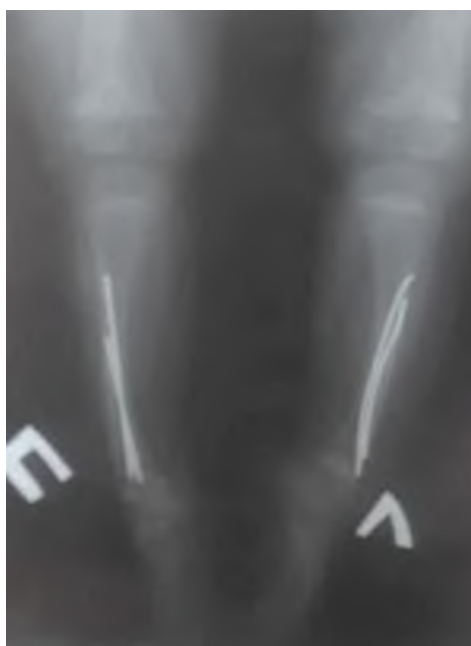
Рентгенография нижних конечностей через 10 месяцев после имплантации TEN в большеберцовые кости.
